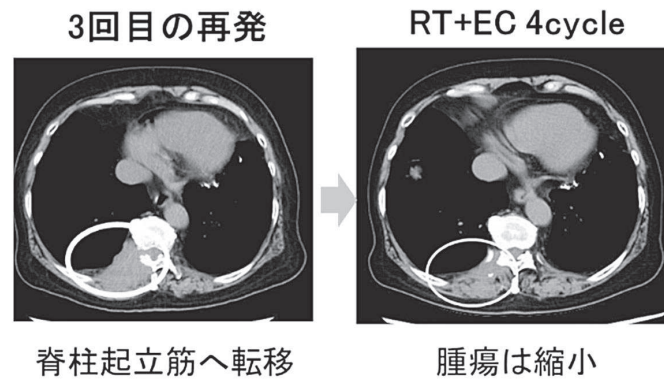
(症例3) 臨床経過 (PET-CT 検査、および胸腹部単純 CT 検査)
